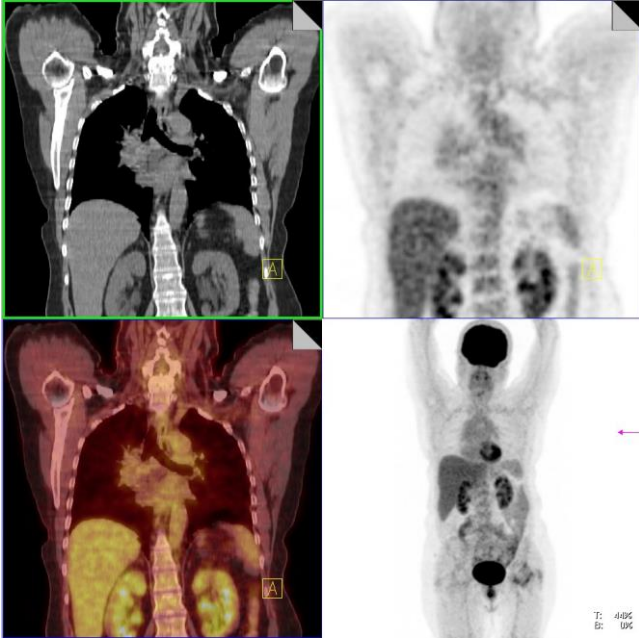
Meme kanseri, over kanseri ve tiroit kanseri tanıları olan 60 yaşında kadın hastanın grafisinde mediastinal genişleme, PET-BT'de; sağ üst ve alt paratrakeal, sol alt paratrakeal, subkarinal, bilateral hiler, intraabdominal ve inguinal lenf nodlarında artmış FDG akümüasyonu.
